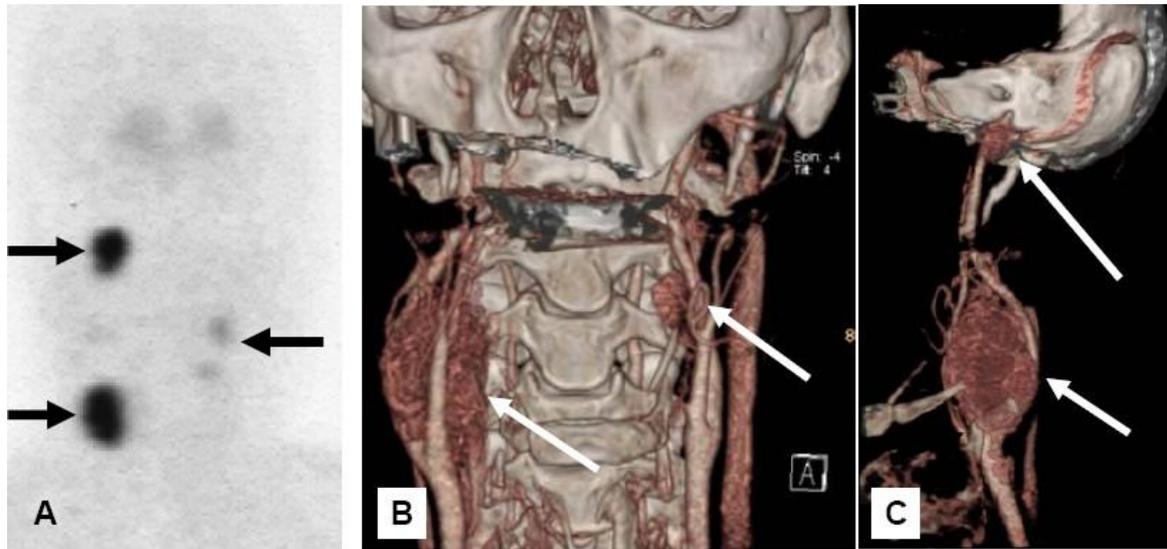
头颈部CT血管造影发现3个肿瘤。 [^{18}F] DOPAPET (A) 和CT血管造影 (B, C), 颈静脉血管球瘤 (A、C) 和双侧颈动脉血管球瘤 (A, B和C)。来自 Hoegerle S et al Eur J Nucl Med Mol Imaging 2003;30:689-94. 均获得了出版者的同意 (详见参考文献)。
